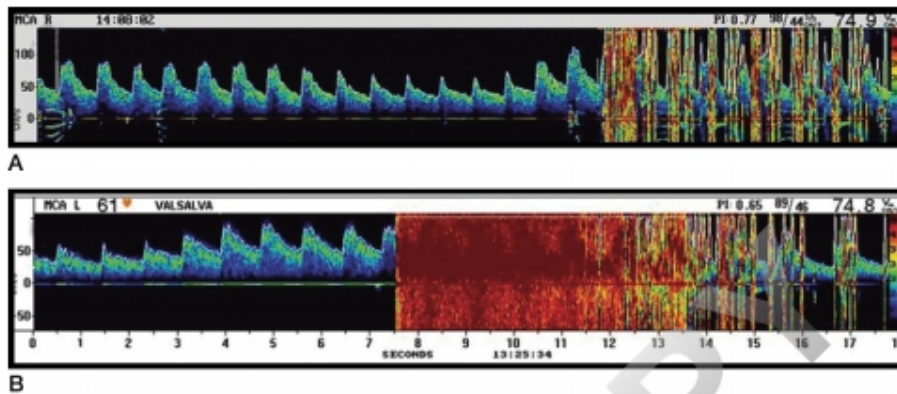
Doppler transcranial en dos pacientes con foramen oval permeable tras la administración de microburbujas de aire en la vena cubital. Se observa en el primer paciente un patrón de ducha (A) y en el segundo un patrón de tipo cortina (B).
